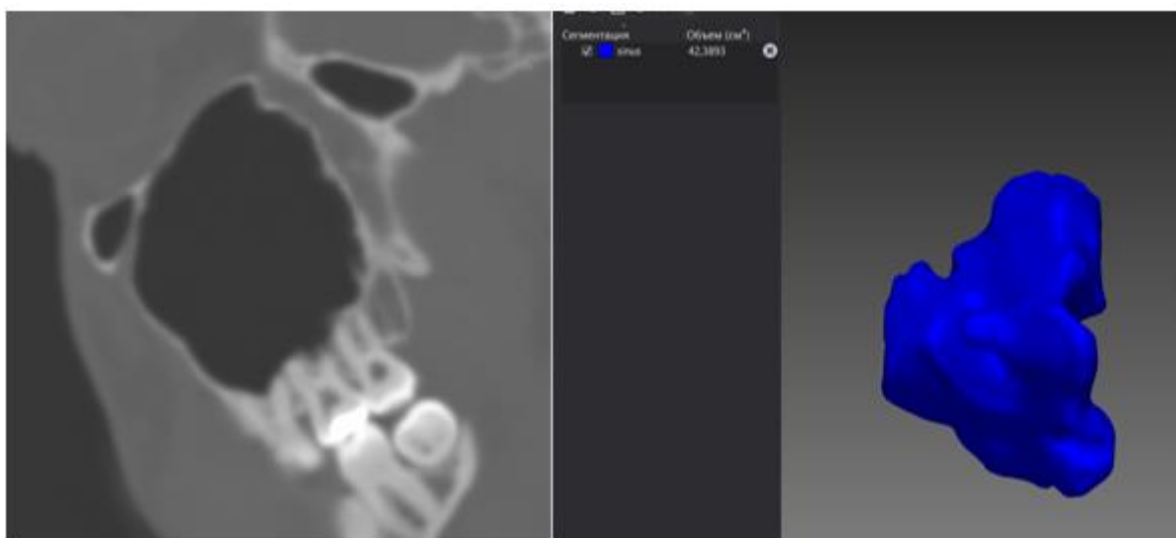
КТ верхнечелюстных пазух, сагиттальная проекция, костное окно. 3D-модель верхнечелюстных пазух, созданная в АПК «Автоплан». В правой половине экрана приведены данные по общему объему (42,3 см³)
